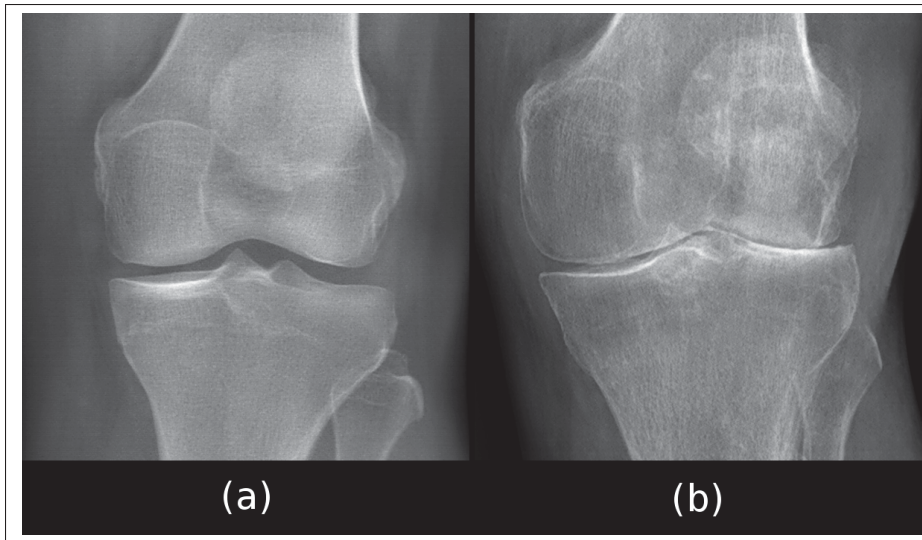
Radiographies de face d'un genou sain (a) et d'un genou arthrosique (b)
